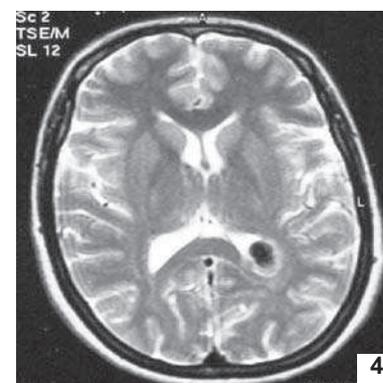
IRM séquence T2 : lésion en hyposignal
